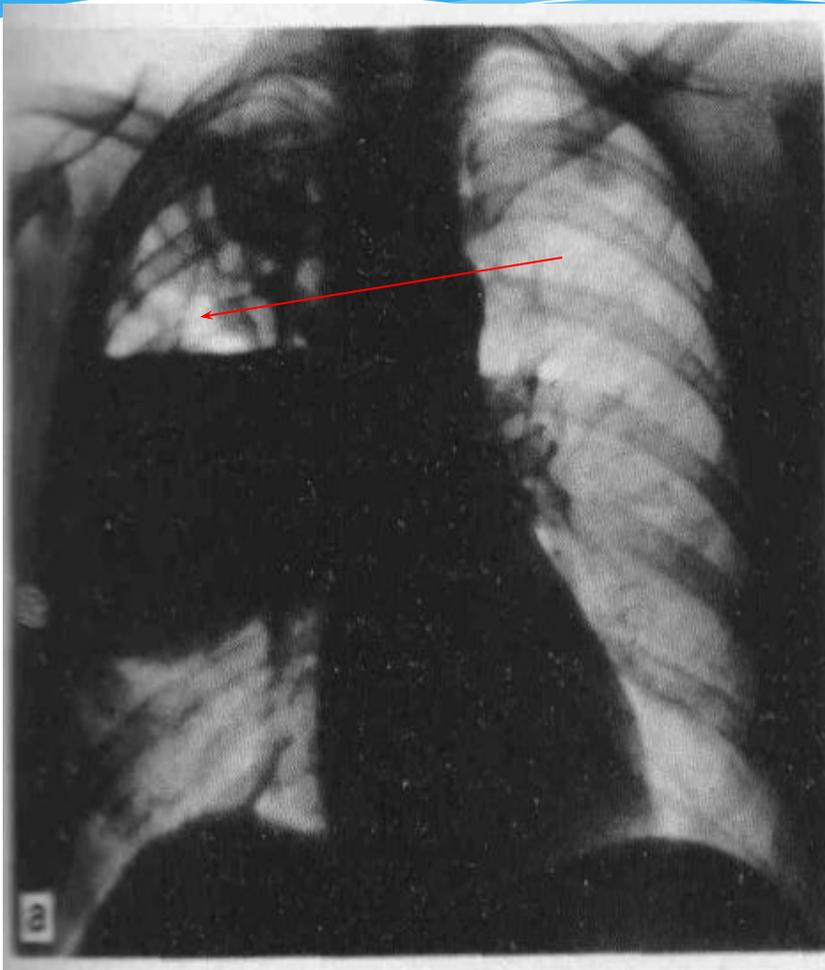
Прямая рентгенограмма легких больного. На фоне инфильтрации видны участки просветления – некроз и распад.
